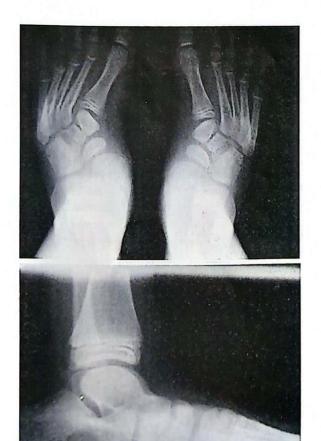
Radiografía anteroposterior de los pies: Angulo talocalcáneo de 42 grados, con subluxación talonavicular (abducción del mediopie) y aducción de los metatarsianos. El aducto es más evidente en las radiografías que en la paciente. La radiografía lateral de los pies es normal.
